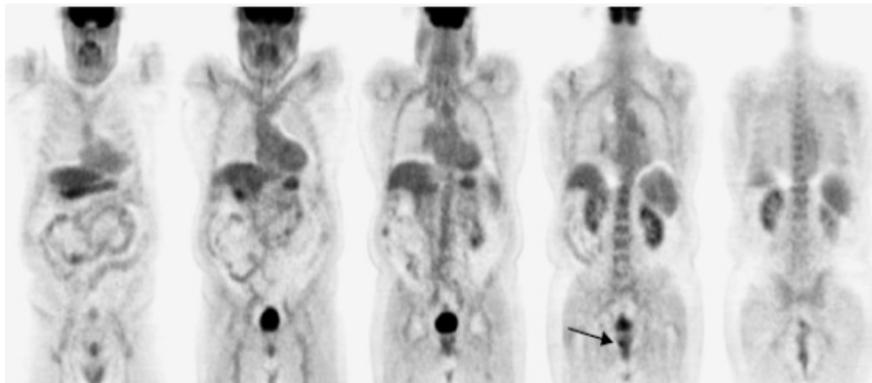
Cortes coronales PET-FDG que muestran normal distribución del trazador en las diferentes estructuras incluidas en la exploración. Sin hallazgos sugestivos de recidiva de la neoplasia colorectal, aunque con un incidentaloma focal en lóbulo derecho de la próstata (flecha).
